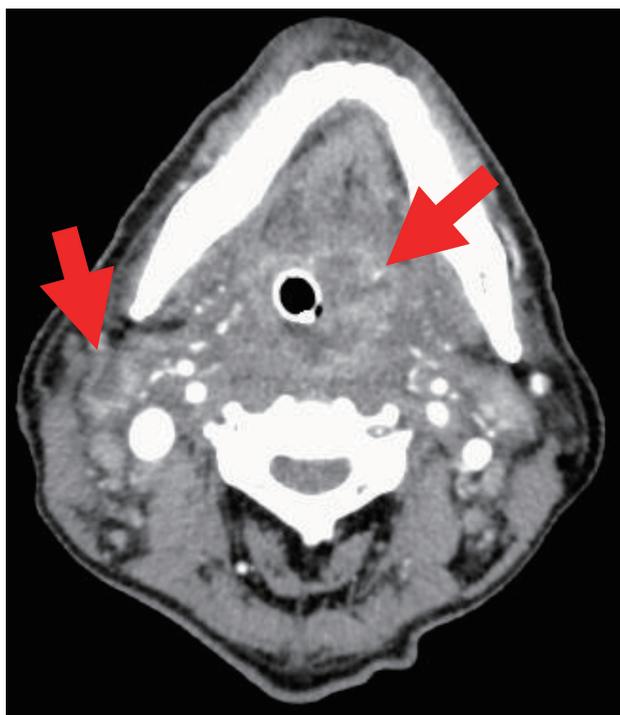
入院時造影CT (矢印：膿瘍形成)
